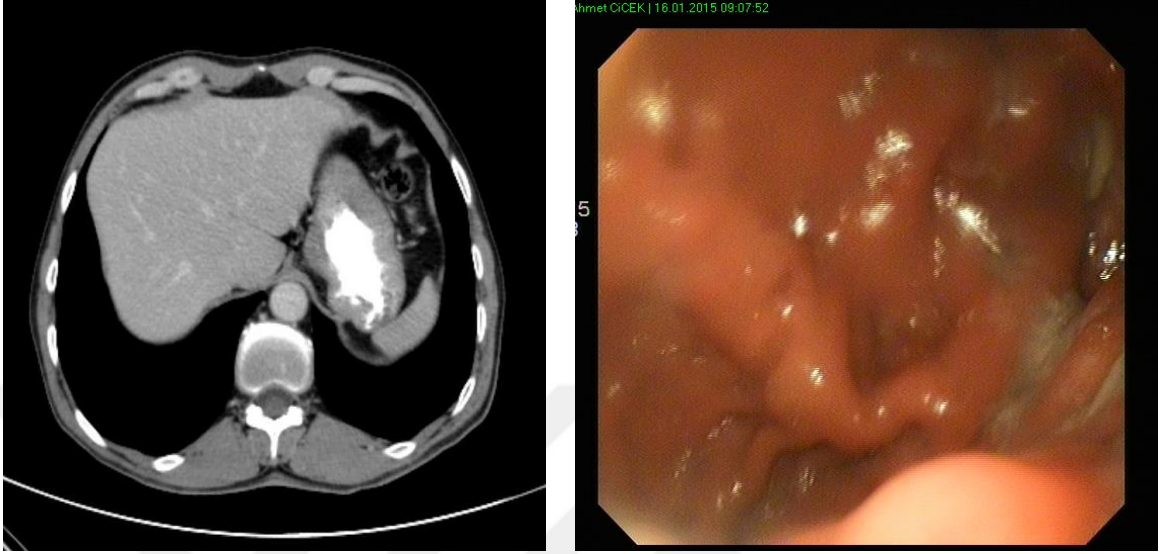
57 yaşında erkek hastanın aksiyal BT görüntüsünde, mide duvarında diffüz kalınlaşma ile birlikte karaciğer sol lobuna invazyon ve omental kalınlaşma izlenmektedir. Yapılan endoskopisinde, malign karakterde lezyon izlenmekte biyopsi sonucunda adenokarsinom tanısı konuldu.
